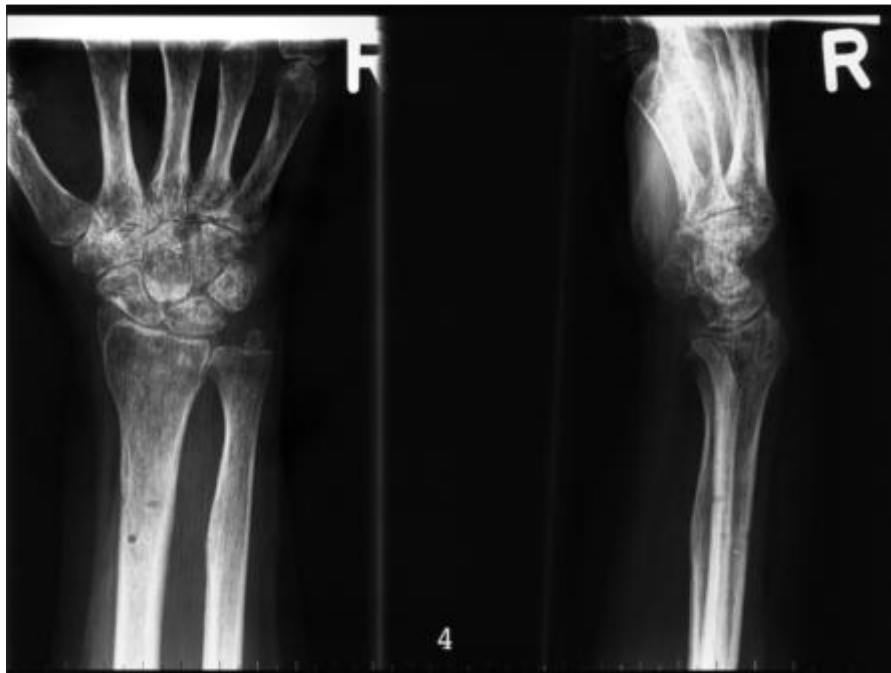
Röntgenaufnahme der rechten Hand zwei Monate nach dem Unfall mit fleckförmigen Entkalkungen im Handgelenks- und Handwurzelbereich.
